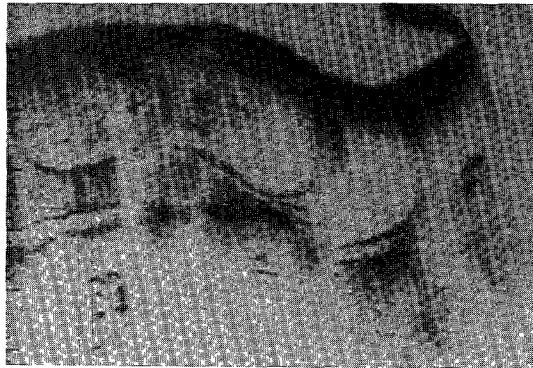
Ultrasonogram showing posterior placenta, fetal head heart, abdominal sonolucent shadow and sonolucent cystic mass of the buttock(from left to right)
